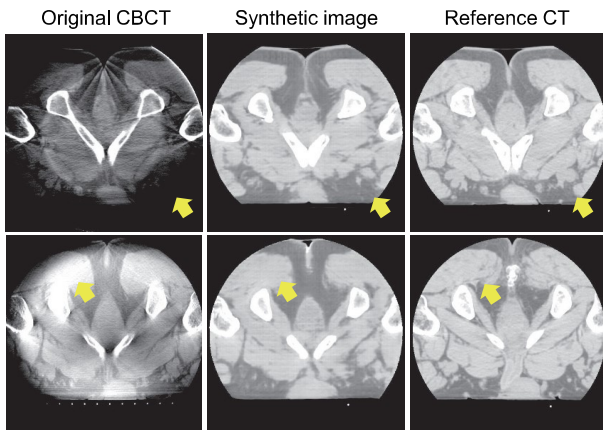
フィードバック機構を備えた敵対的学習による CBCT 画像の変換結果
